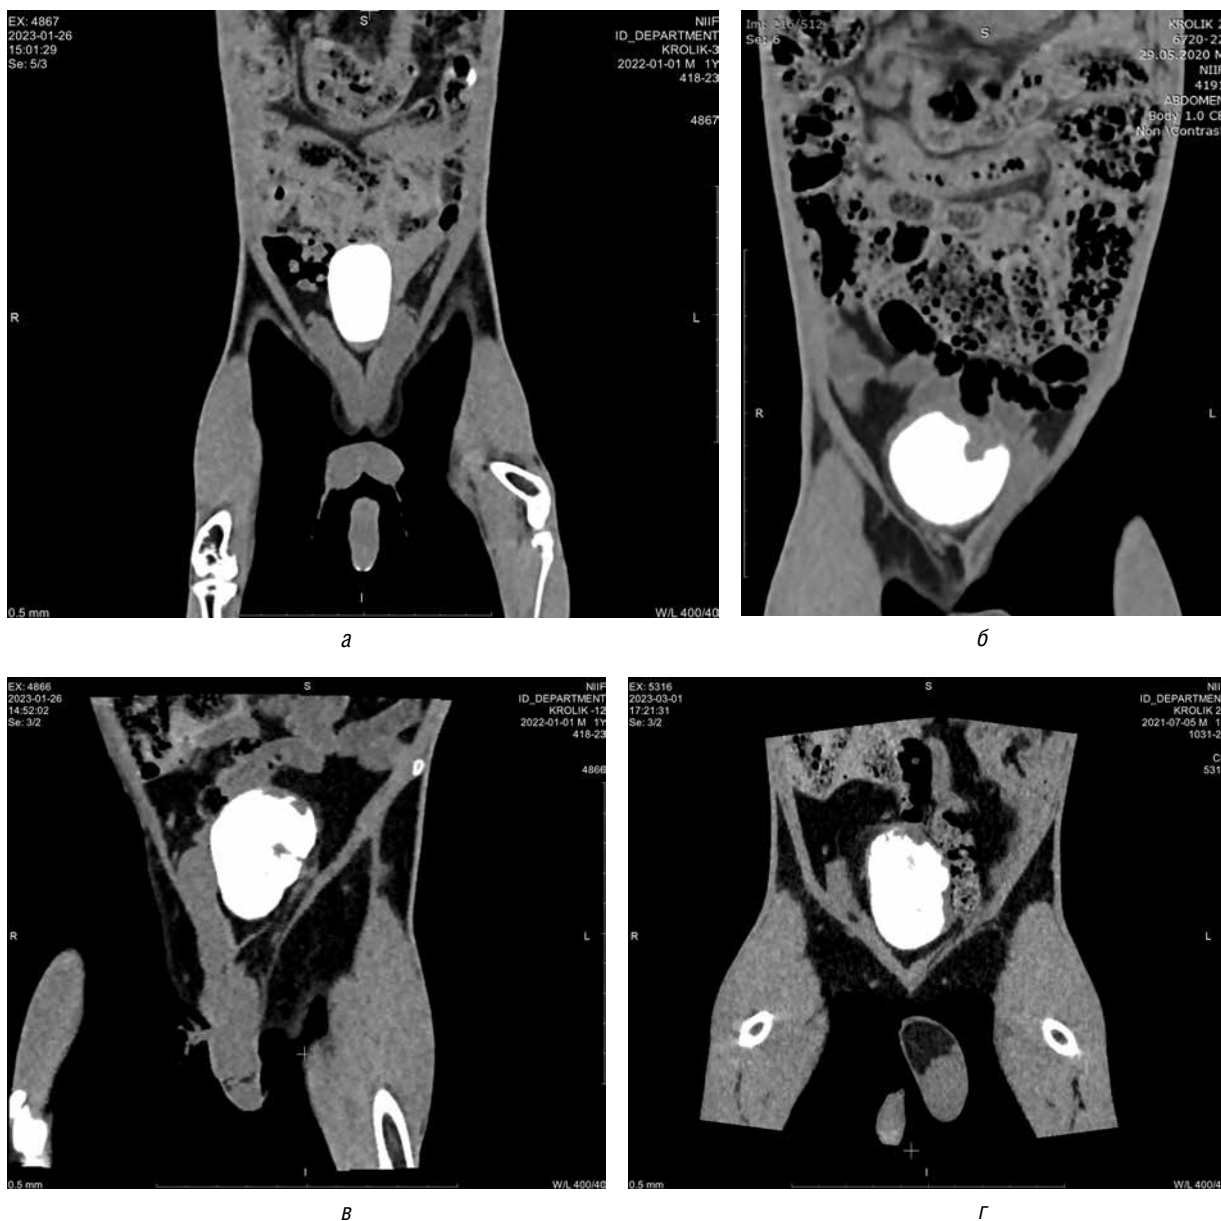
МСКТ органов брюшной полости и малого таза кроликов с внутривезикулярным введением рентгенконтрастного вещества: а — интактное животное; б — 4 нед после вмешательства (5 мл); в — 8 нед после вмешательства (10 мл); г — 12 нед после вмешательства (20 мл)
